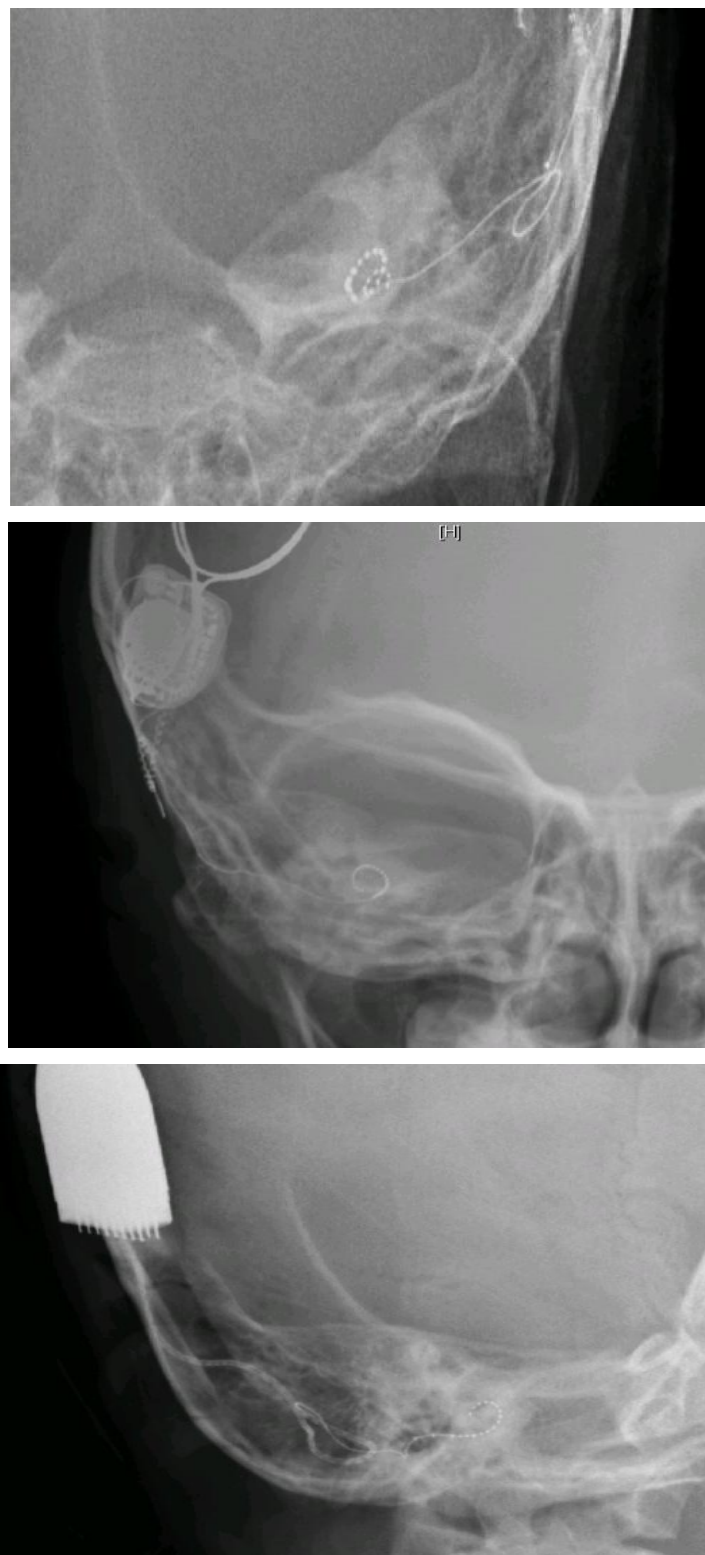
Radiographie post chirurgicale - incidence stnvers
